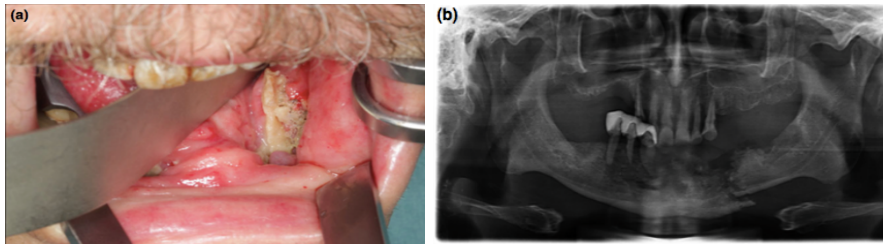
(A) O paciente apresentou dor e uma ferida que não cicatrizou no lado esquerdo da mandíbula. O paciente era tabagista ativo, sofria de cancro da faringe e foi submetido a radioterapia e quimioterapia. Clinicamente visualiza-se osso necrótico exposto, inflamação, edema e hipoestesia do nervo alveolar inferior; (B) Ortopantomografia revela fratura patológica da mandíbula. Fonte de Chronopoulos et al., 2017
